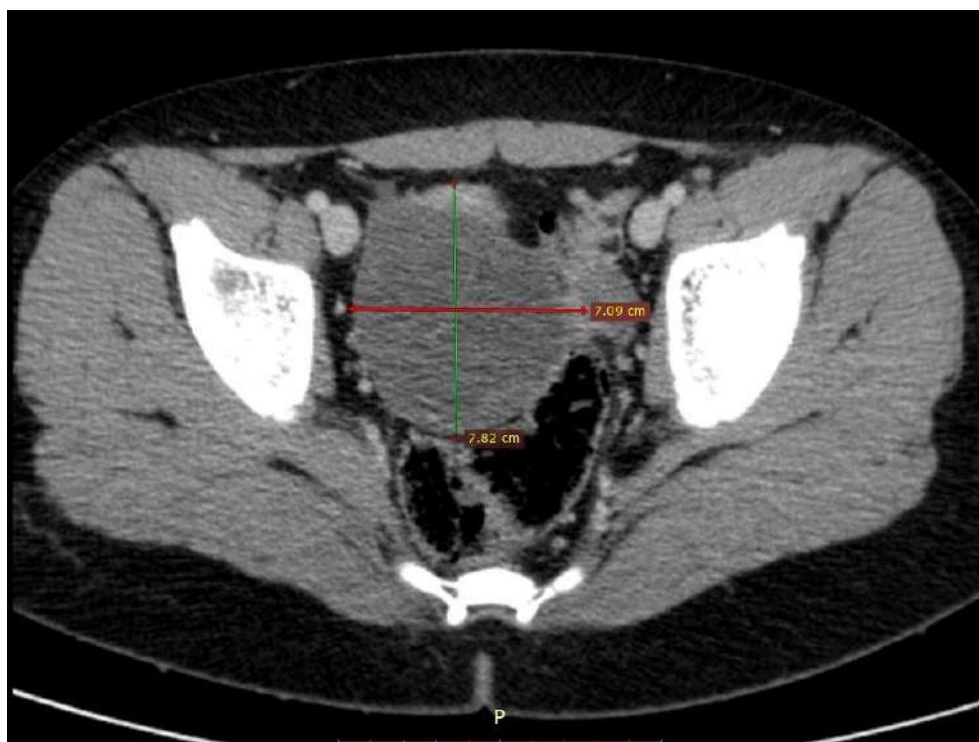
Хвора Т., вік 11 р., МКСХ № 7135. СКТ черевної порожнини та тазу: солідне об'ємне утворення на одному із КТ-сканів (сагітальний та горизонтальний розміри).
